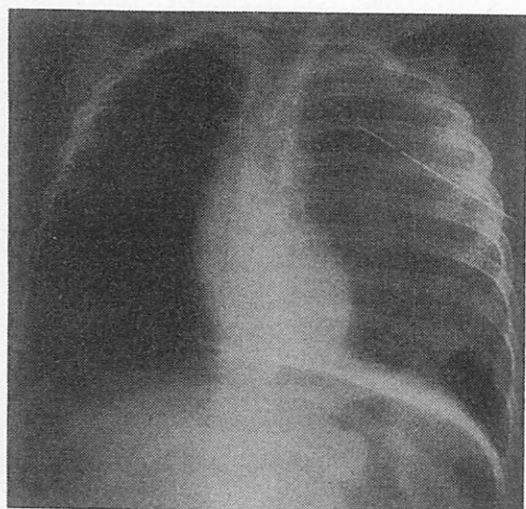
入院2時間後の胸部X線写真。左胸水と左下肺野に異常ガス像を認める。
